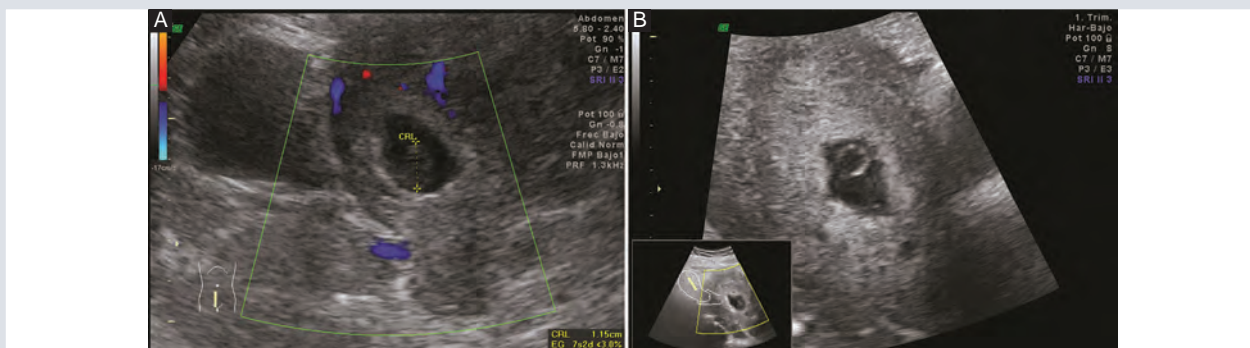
Ultrasonido actual transabdominal donde se identifica A: Saco gestacional intrauterino bien implantado con polo embrionario que mide 11.5 mm de longitud cráneo caudal, lo que equivale a un embarazo de 7.2 semanas de gestación, no se puede observar latido cardíaco por ningún método. B: Saco vitelino dentro de límites normales.
